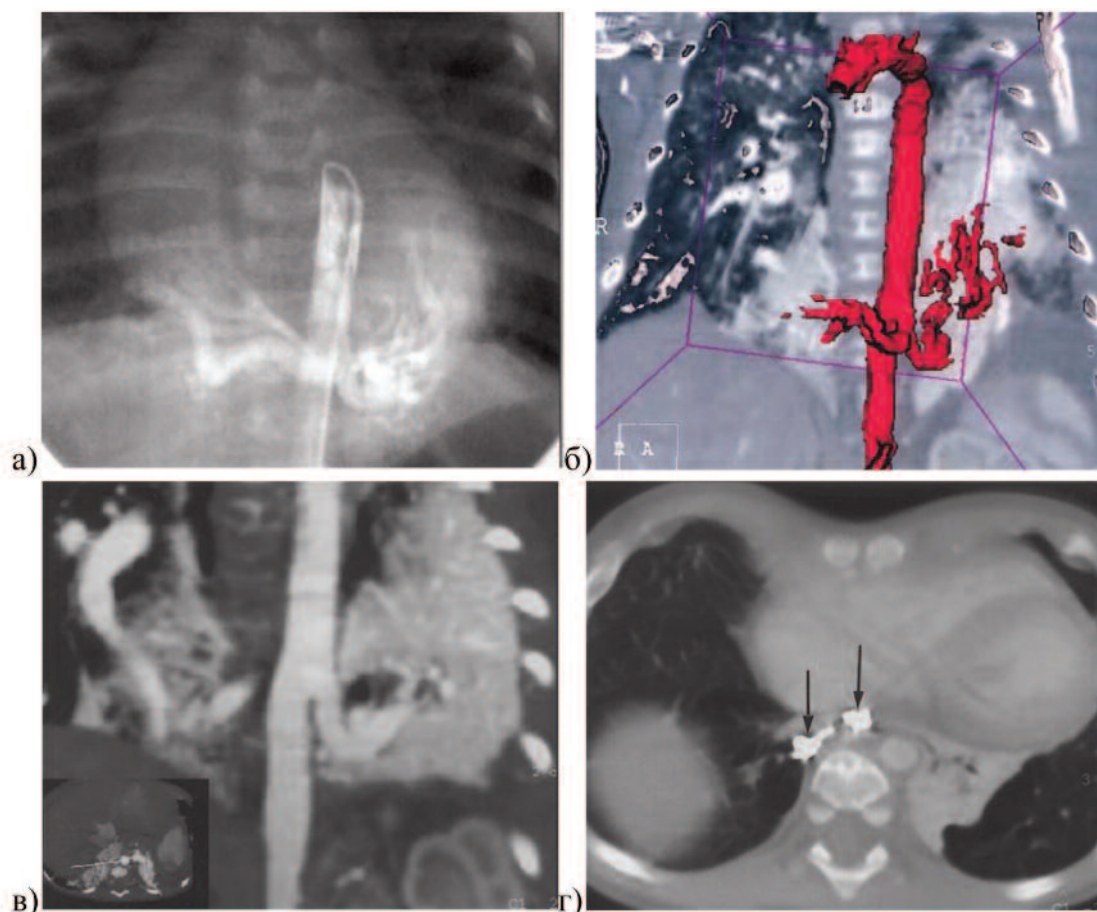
Двусторонняя легочная секвестрация. Аортография (а) — аномальная артерия, отходящая от нисходящей грудной аорты, которая раздваивается и кровоснабжает участки легких в базальных отделах. Combined SSD (б) и криволинейные многоплоскостные реконструкции (в) — аномальные артерии, идущие к базальным отделам правого и левого легких. КТ-ангиография через 1 год после эмболизации (г) — объем секвестра в левом легком значительно уменьшился
